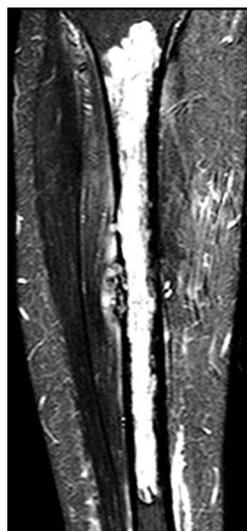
МРТ-картина протяженного опухолевого поражения большеберцовой кости (STIR, фронтальный срез)
